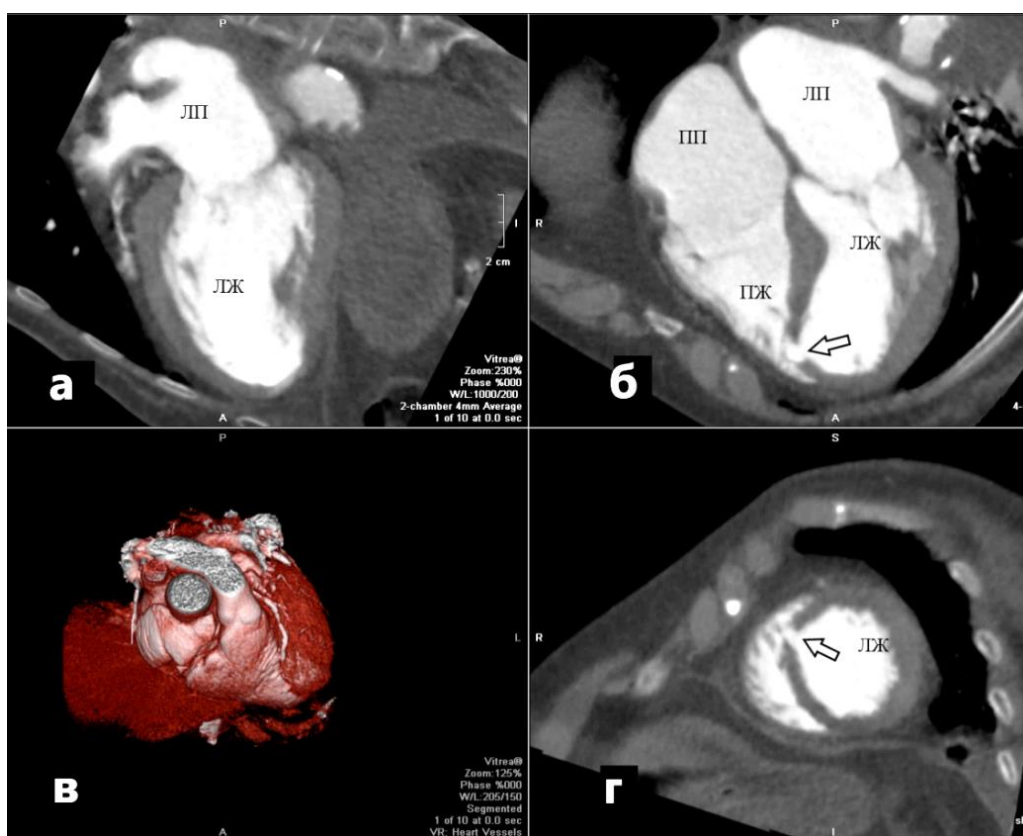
Компьютерные томограммы сердца: а) двухкамерная плоскость; б) четырехкамерная плоскость; в) трехмерная реконструкция; г) проекция по короткой оси ЛЖ; в апикальном сегменте межжелудочковой перегородки определяется дефект размерами 12×13мм (стрелки); сокращения: ЛП – левое предсердие, ЛЖ – левый желудочек, ПП – правое предсердие, ПЖ – правый желудочек
